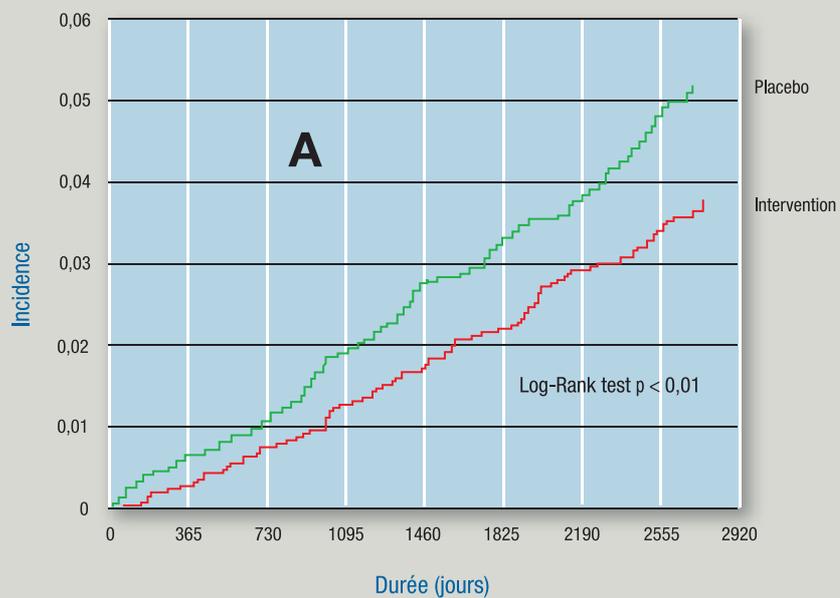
Effet de la supplémentation en antioxydants et du placebo dans la cohorte SUVIMAX :
